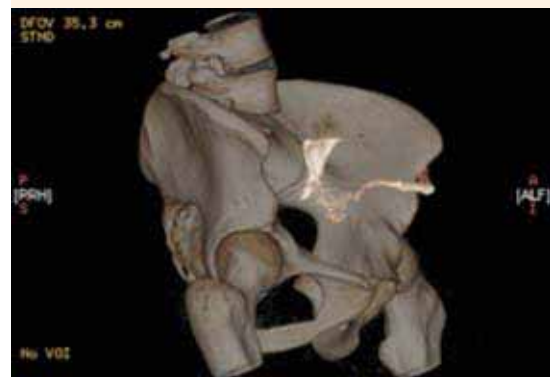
Tomografía 3D, corte oblicuo, con trayecto fistuloso útero-cutáneo.
